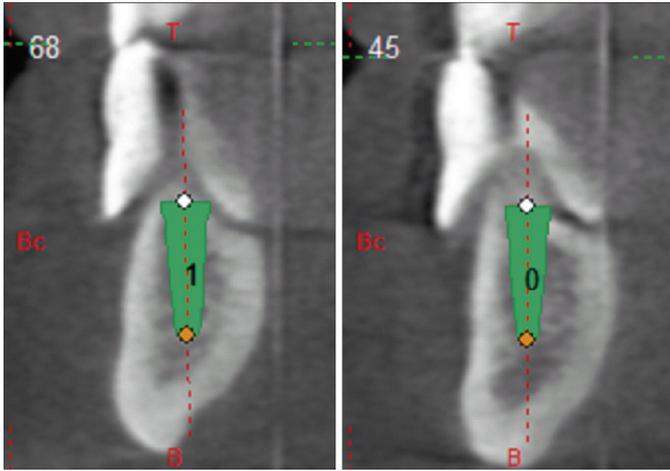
Imagen transversal virtual de la tomografía de haz cónico con planificación de implantes
